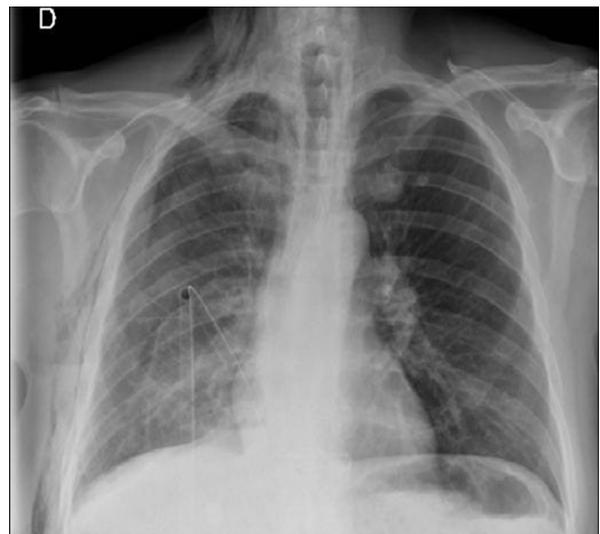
Radiografía de tórax: colocación de tubo de tórax con resolución de empiema.
